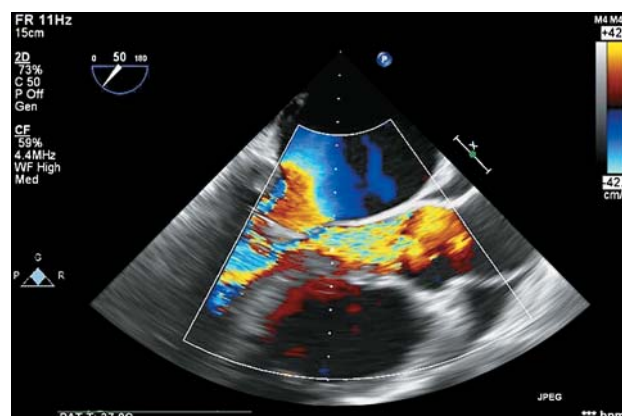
УЗ-изображение, чреспищеводная эхокардиография, аортальная регургитация 2,5–3-й степени.
